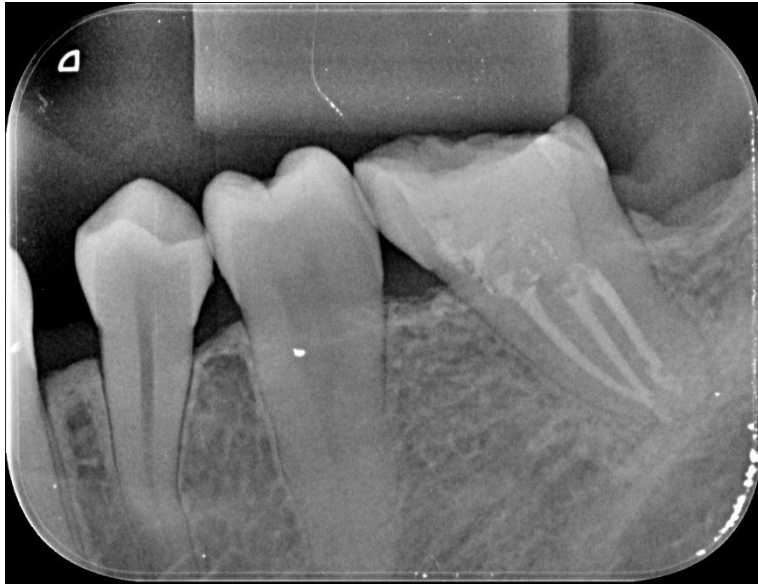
Radiografia final após conclusão do tratamento endodôntico.
